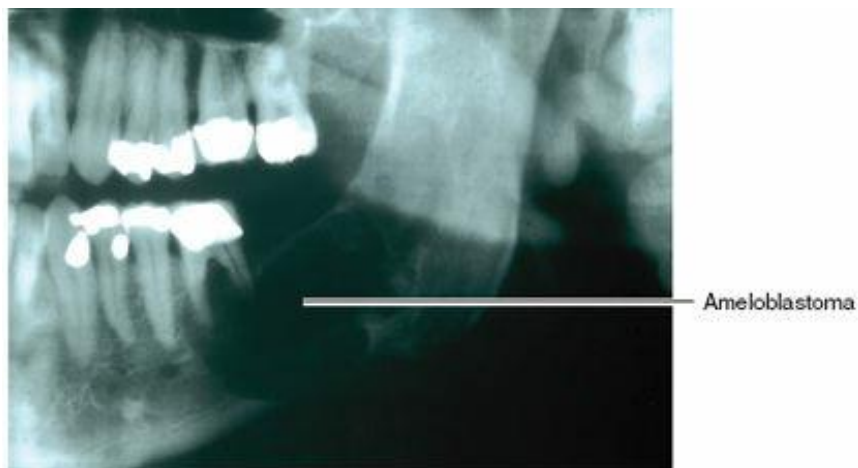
Radiografía panorámica de un ameloblastoma en la región mandibular izquierda (apariencia multilocular).⁴³
